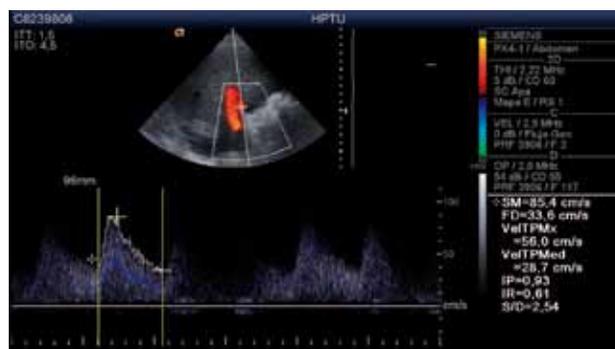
Arteria hepática normal. Con la ecografía Doppler color se ve su luz permeable y en el espectro se demuestra baja resistencia (i. r. 0,61).
